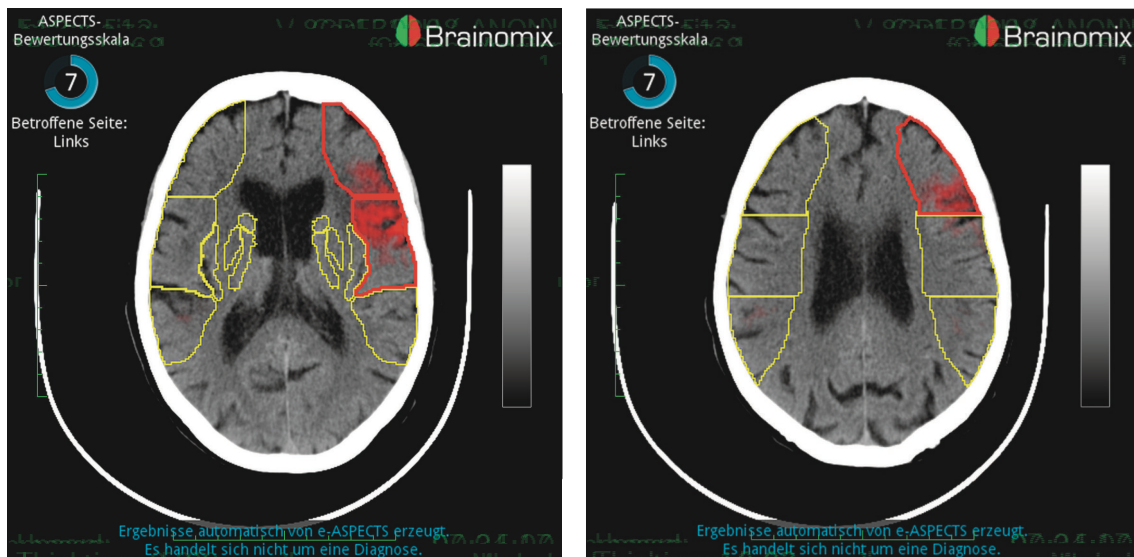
Automatische eASPECTS-Bestimmung
